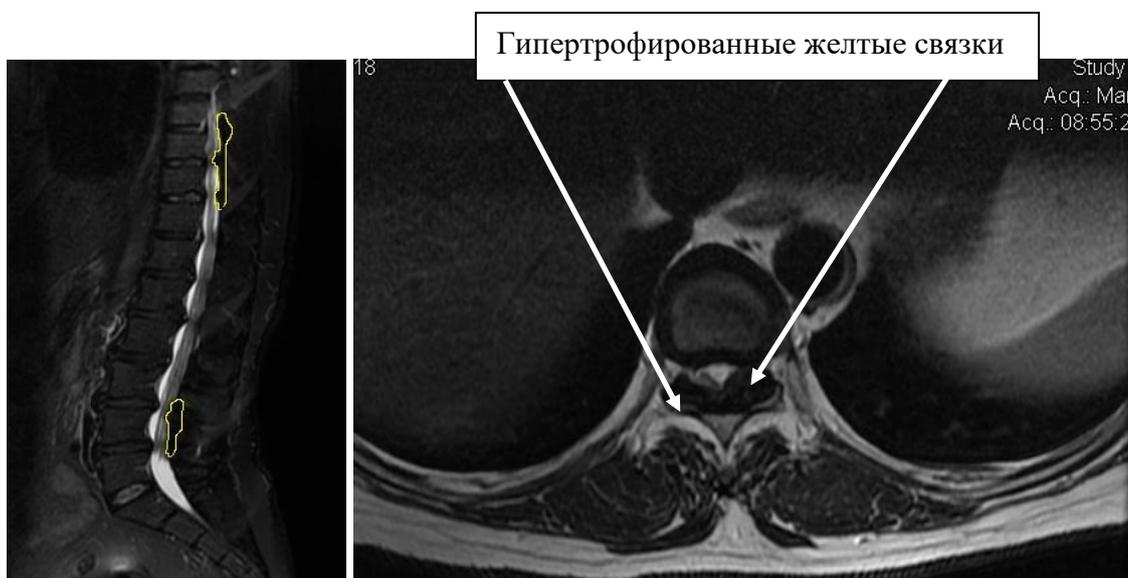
На МРТ в сагиттальных и аксиальных проекциях: Гипертрофированные желтые связки приводят к стенозу позвоночного канала на грудном и поясничном уровне (выделены цветом и указаны стрелками)
